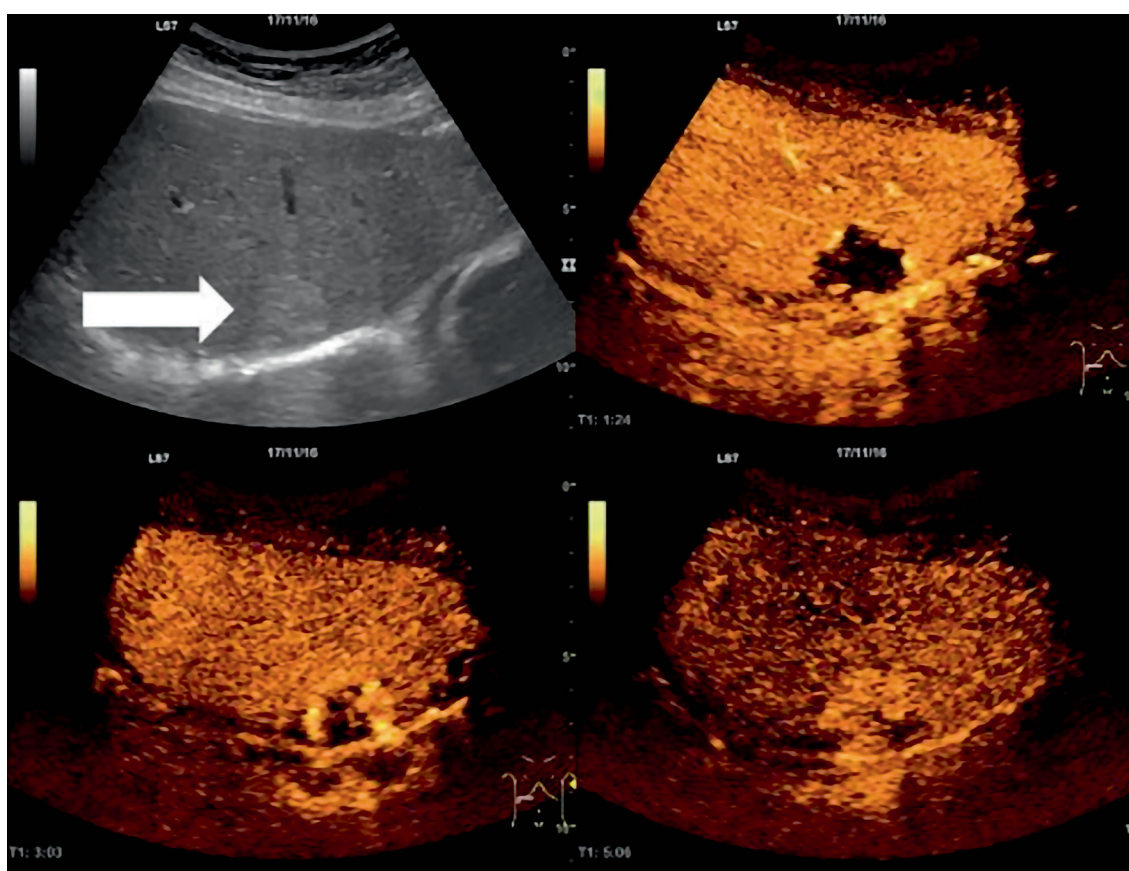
Ультразвуковое исследование гемангиомы печени в В-режиме и с контрастным усилением (CEUS). Источник: Max Powers, Liver hemangioma sonography ceus, CC BY-SA 4.0
